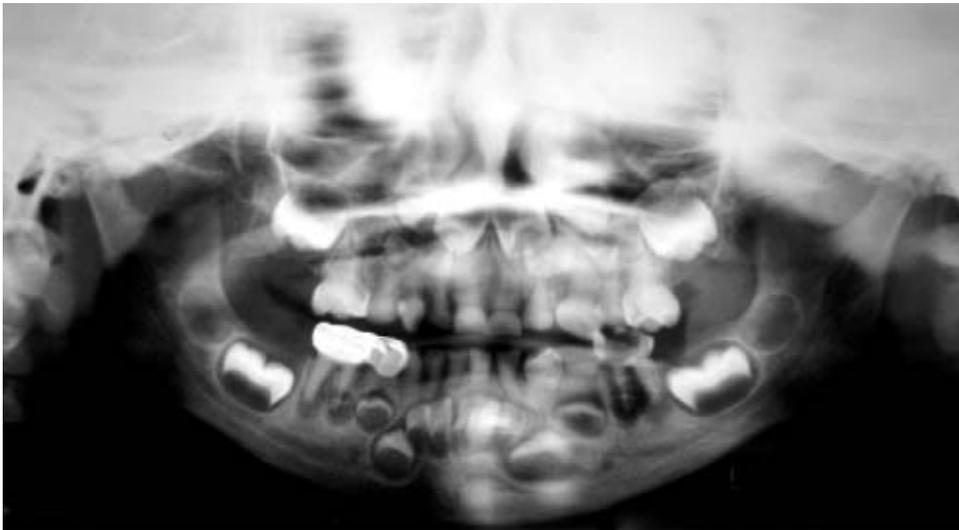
Ortopantomografía y radiografías dentoalveolares, donde se observa la forma bulbosa de las coronas, obliteración pulpar, principalmente en los molares y las raíces cortas y delgadas.
